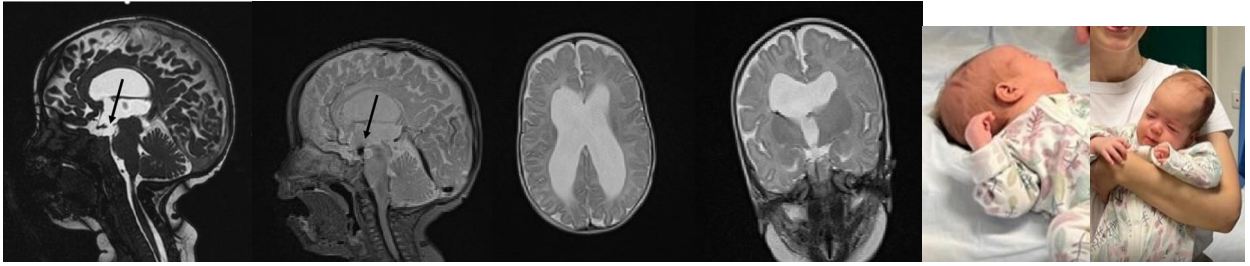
МРТ головного мозга после рождения ребенка в динамике через 3 месяца и контрольный осмотр. По данным МРТ, в режиме TRUF1 визуализируется стома в области дна III желудочка, в ликвородинамическом режиме отмечается выраженный артефакт движения тока спинномозговой жидкости – черные стрелки. На контрольном осмотре отмечается легкий гемипарез слева по центральному типу (4 балла), психомоторное развитие соответствует возрасту
